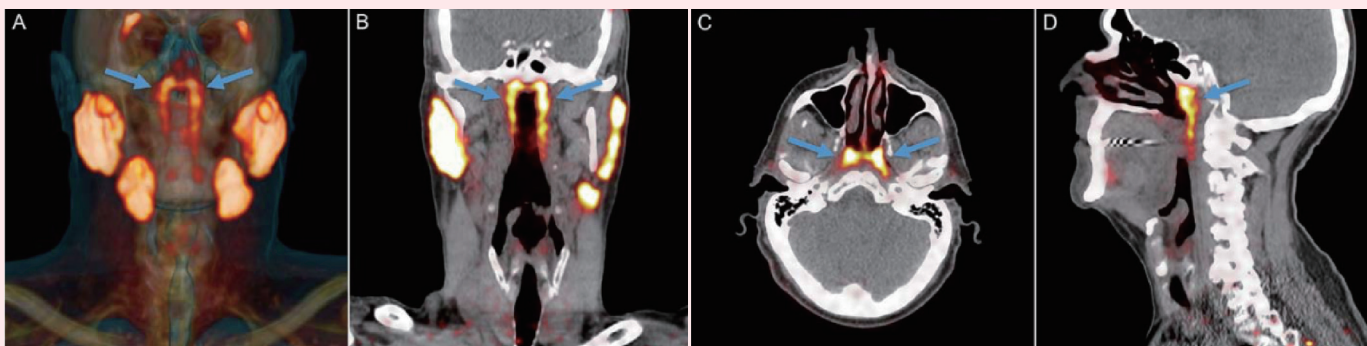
PSMA PET/CT 显示的涎腺组织概况
